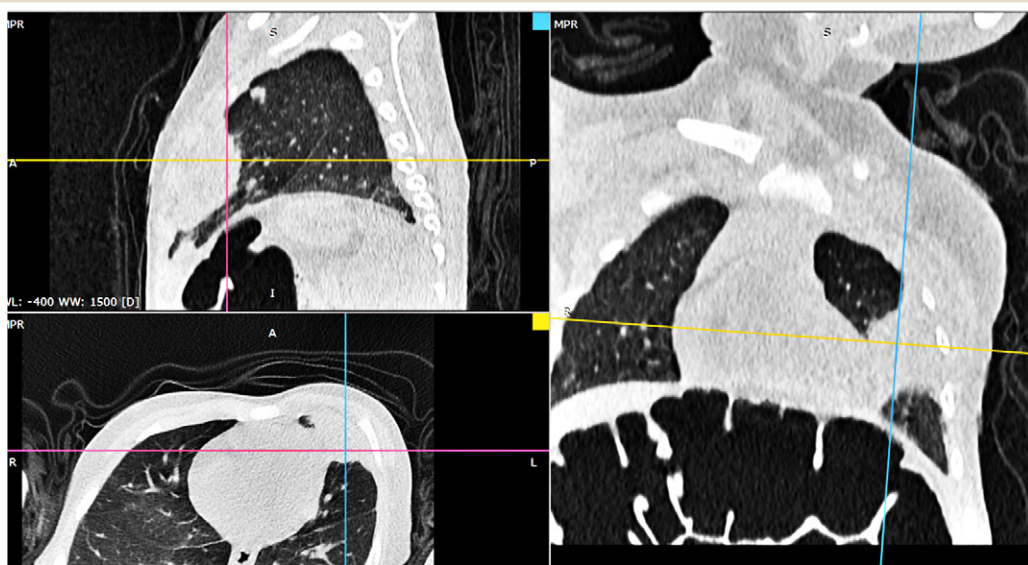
CT scan in the surgical department of the children's hospital.
